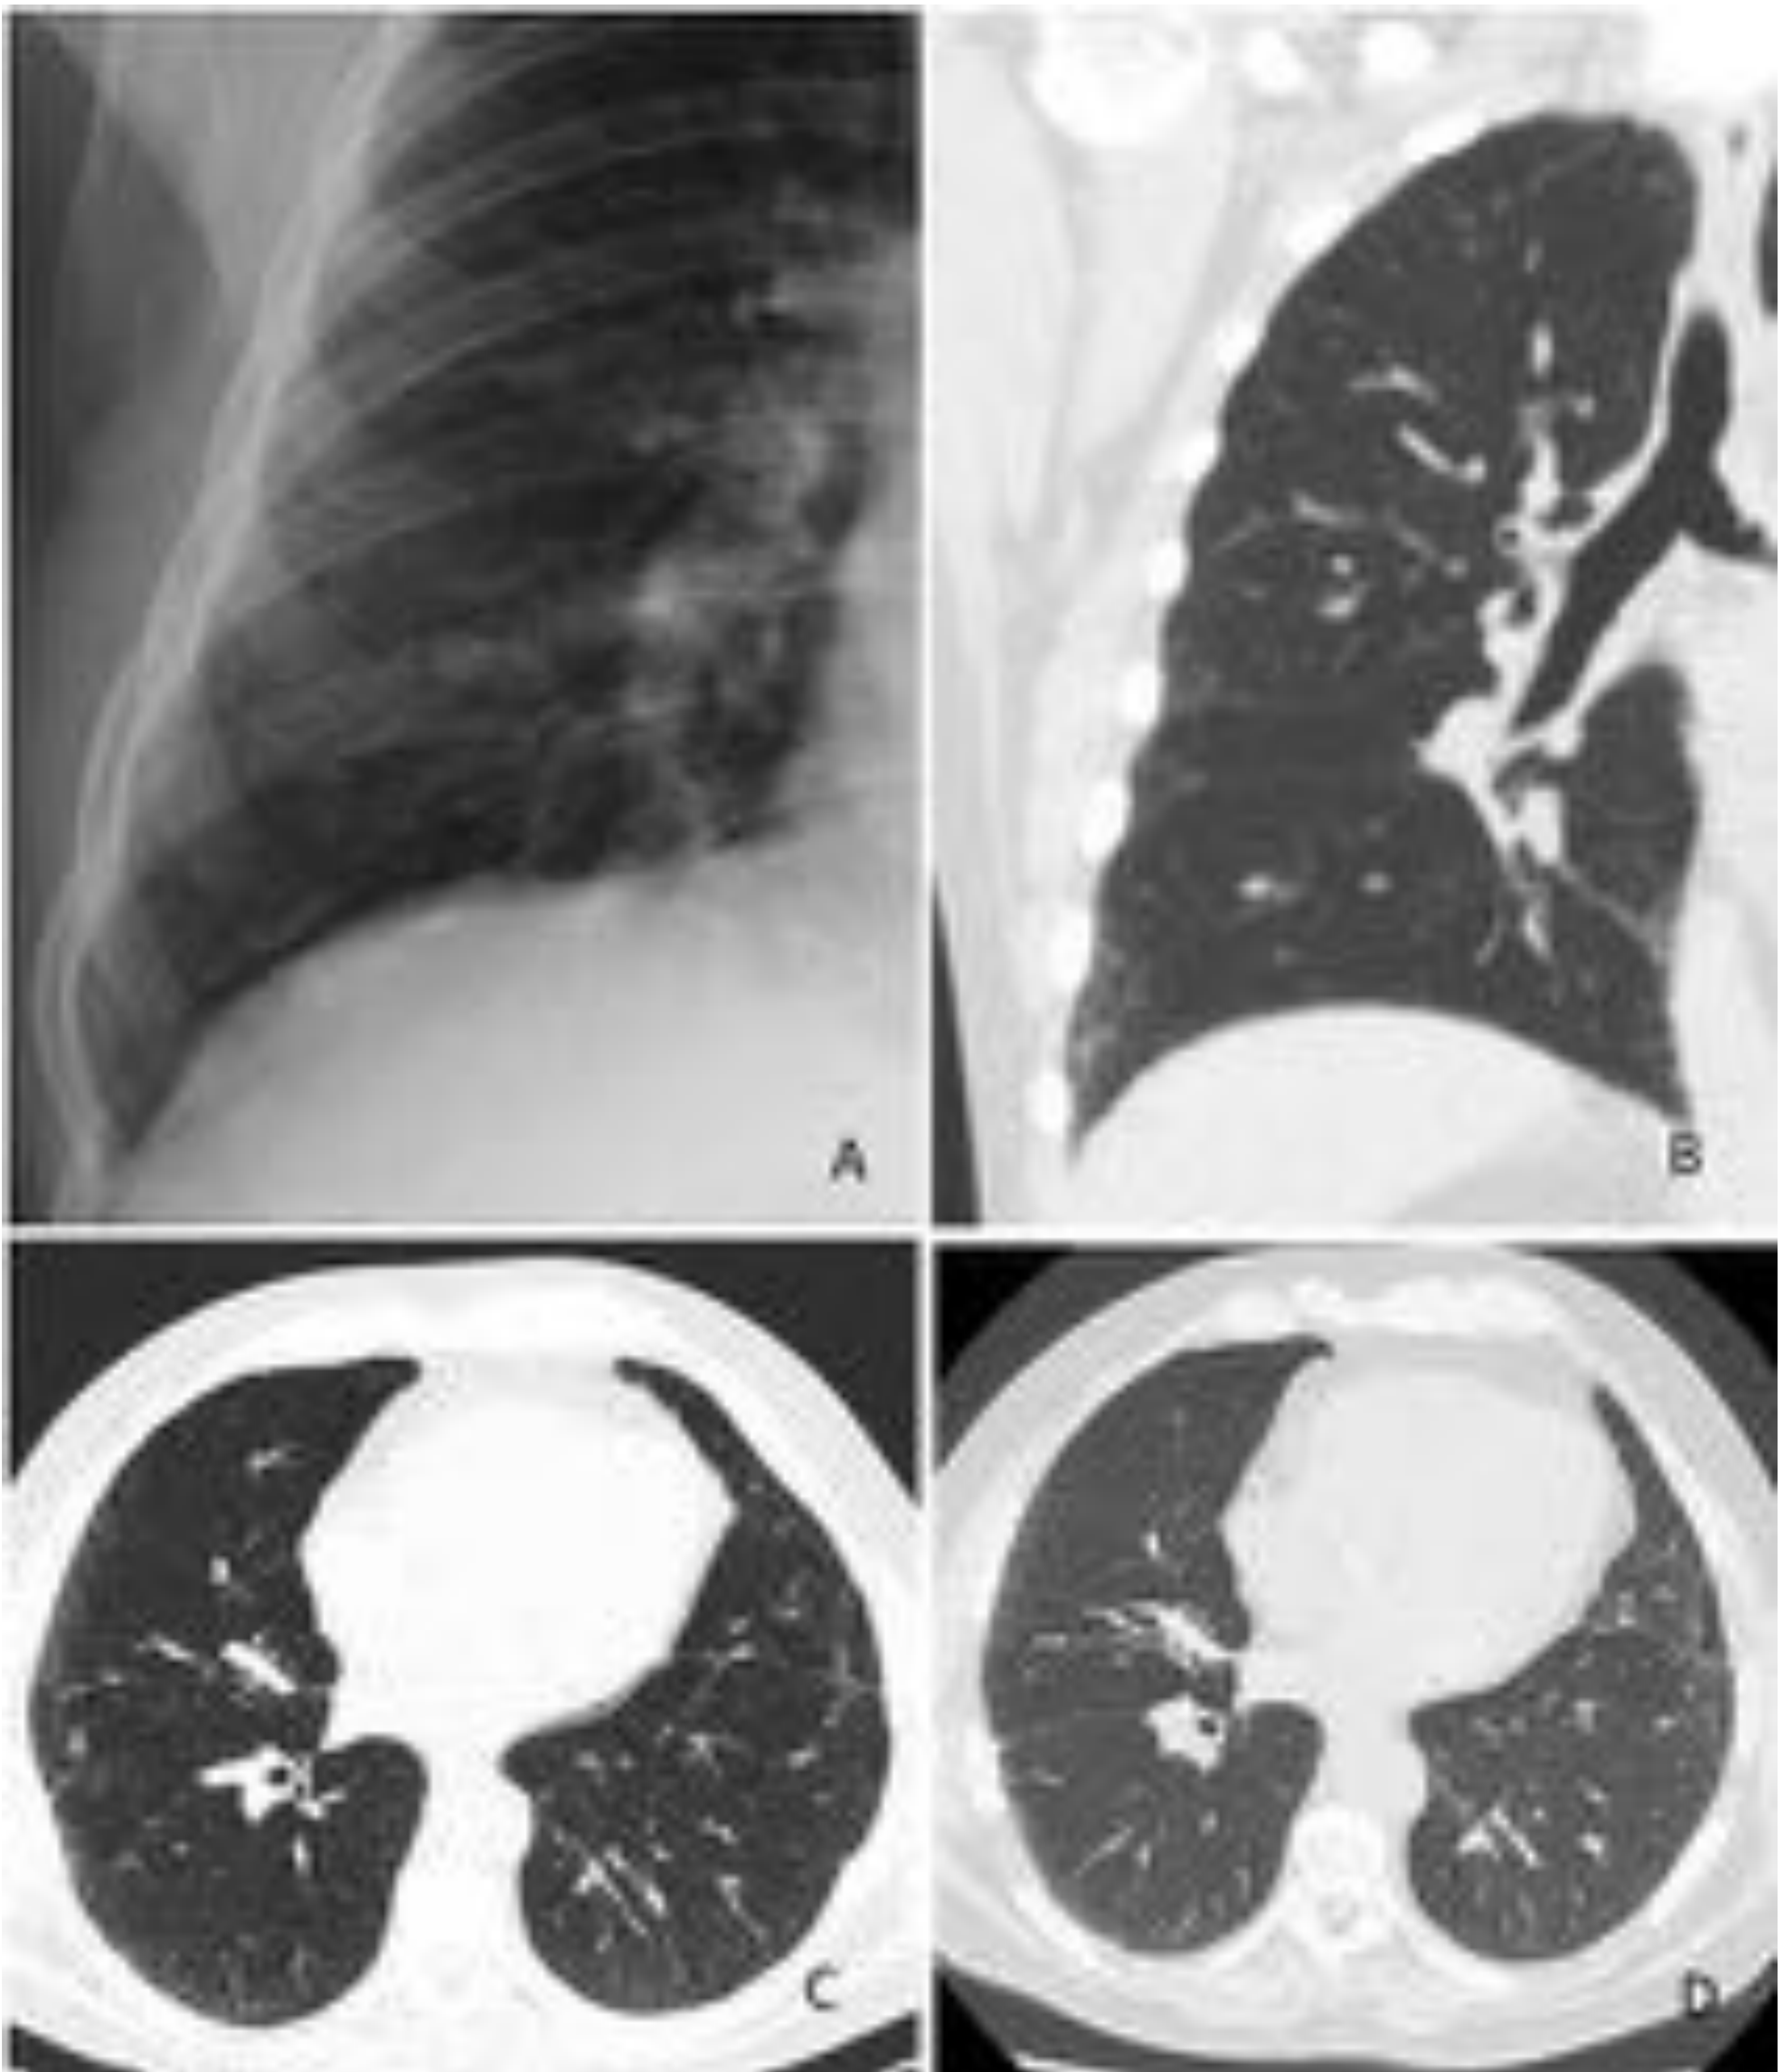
Fibrosis pulmonar asociada a la edad. Una radiografía de tórax (A) muestra leve reticulación en el seno costofrénico derecho, que motivó una TCAR. Los cortes coronal y axial confirmaron la presencia de alteración intersticial. El seguimiento a dos años mostró estabilidad de los hallazgos.
